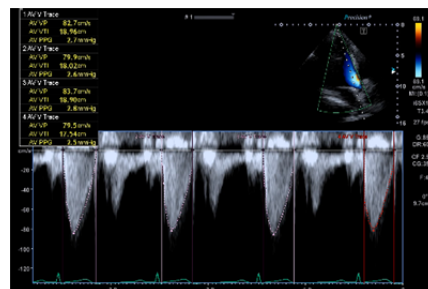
Auto Doppler Measurement
